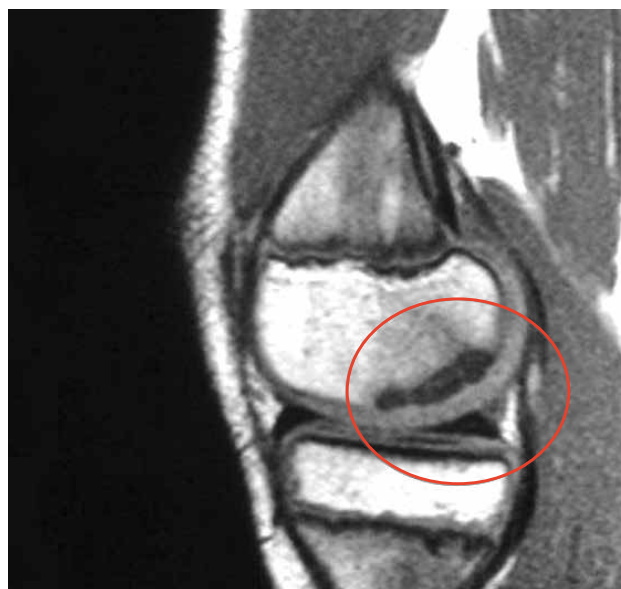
El mismo caso de la Figura 9. La RM demuestra lesión estable por indemnidad del cartílago articular.
